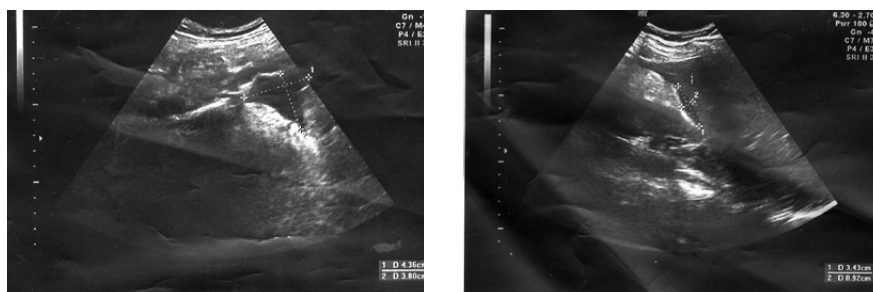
У пациентки при УЗИ органов брюшной полости определяется свободная жидкость в правом и левом латеральных каналах и в подпеченочной области.
